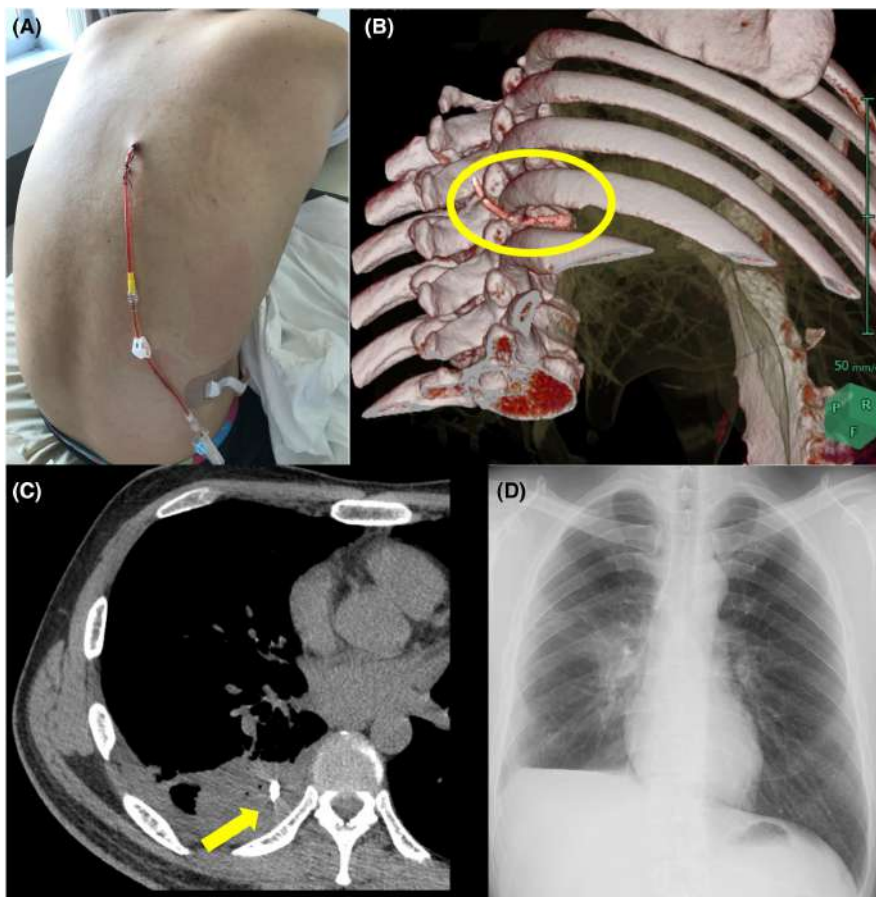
(A) A 12-Fr catheter inserted dorsally in the orthopneic position. (B, C) Chest computed tomography performed after 15 days of pleural drainage reveals the successful insertion of the thoracic catheter and decreased pleural effusions. (D) Chest radiograph showing remarkable improvement in right empyema after 6 weeks of treatment.
